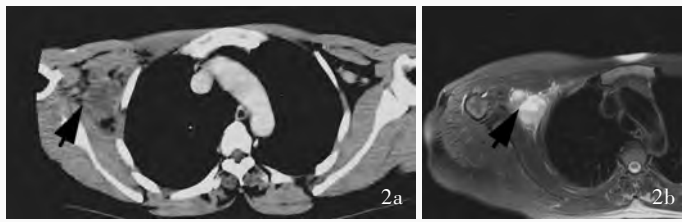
右侧腋窝肿瘤术前影像学所见 2a 增强 CT 扫描右侧腋窝内可见多发结节状、团块状异常密度影,中央区域呈片状未强化低密度影(箭头所示) 2b T₂WI 扫描右侧腋窝可见结节状异常信号影,呈长 T₂ 改变,边界欠清晰,其内信号不均匀,并可见斑片状更高信号影(箭头所示)
